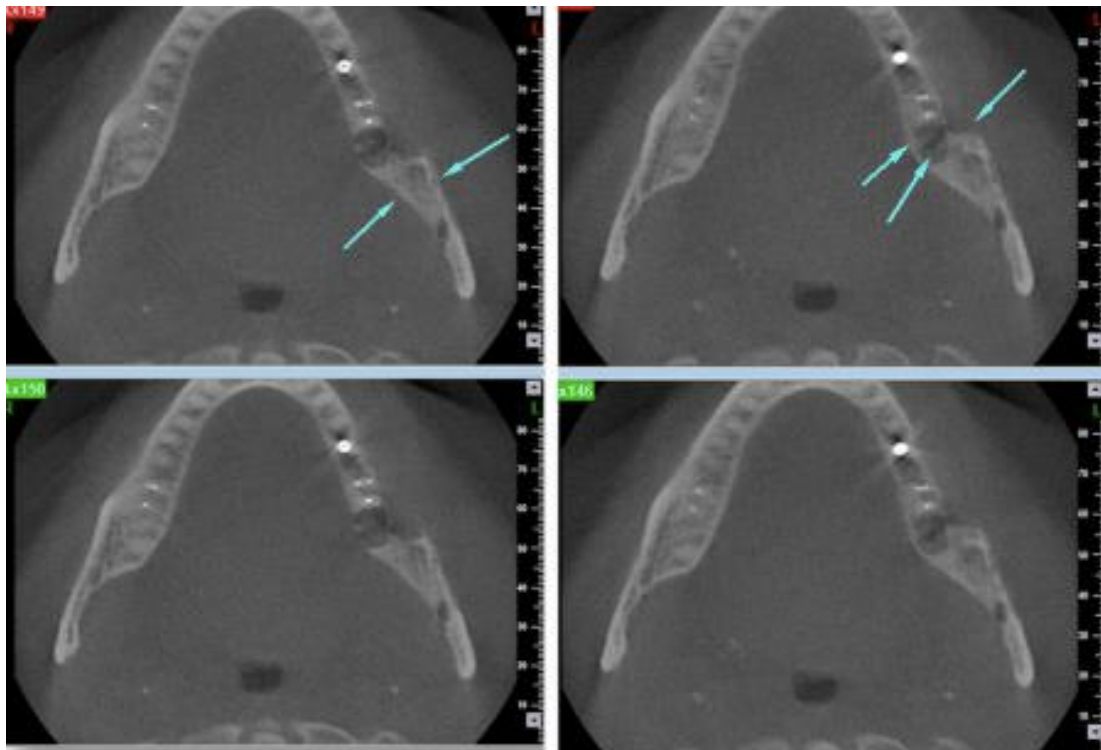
Imágenes de tomografía computarizada de haz cónico axial (CBCT).⁴⁷
